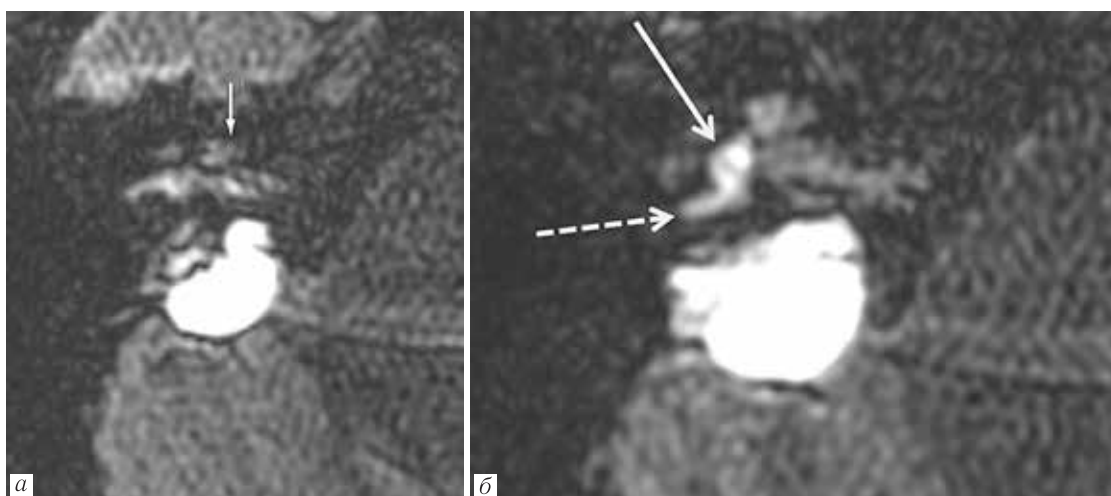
Исследование внутреннего уха справа с отсроченным контрастированием, ИП FLAIR, аксиальная плоскость: *a* — расширение протока улитки на уровне среднего завитка (белая стрелка), контрастированное перилимфатическое пространство прослеживается; *б* — диффузно повышена интенсивность сигнала от преддверия, без дифференциации эндо- и перилимфатических пространств (сплошная стрелка), зона повышенной интенсивности сигнала продолжается в задний полукружный канал (пунктирная стрелка)
